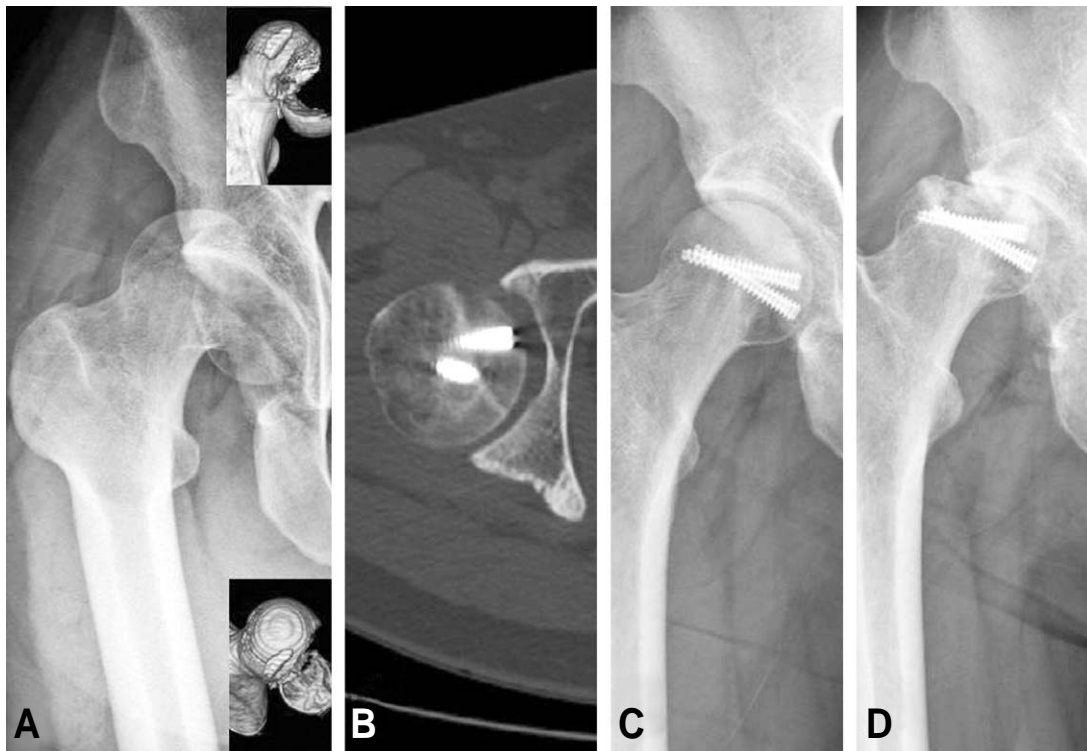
(A) Pelvis AP and 3D CT scans showed the femoral head fracture of Pipkin type I, Brumback type 1A of the right hip joint. (B) After 2 months later, CT scans showed that the union of the femoral head fracture was progressed. (C) After 12 months later, pelvis AP view showed the union. (D) After 20 months later, pelvis AP view showed the avascular necrosis of the femoral head but the union between the fixed fragment and the rest of the femoral head was achieved.
